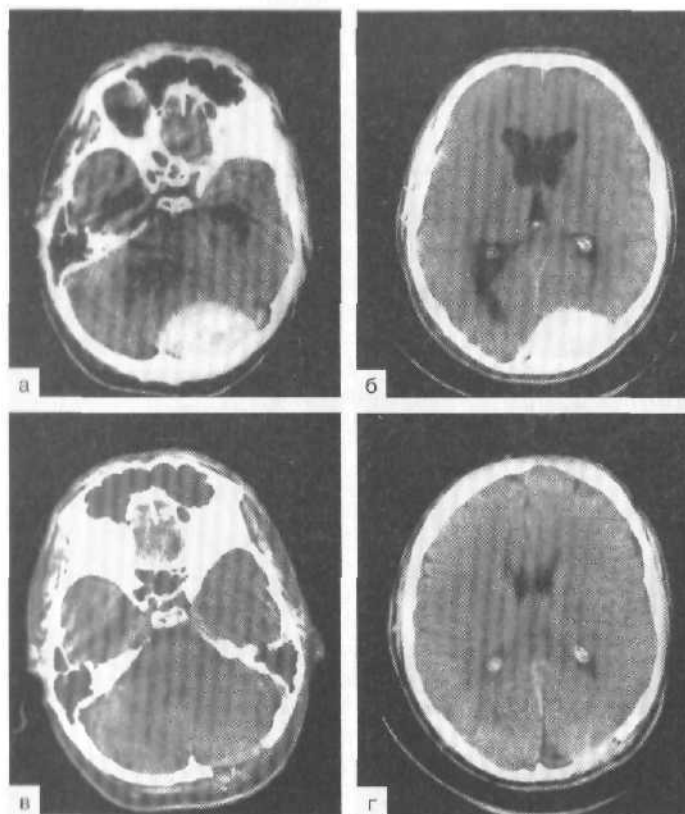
Компьютерные томограммы. Подострая эпидуральная гематома задней черепной ямки с супратенториальным распространением.
